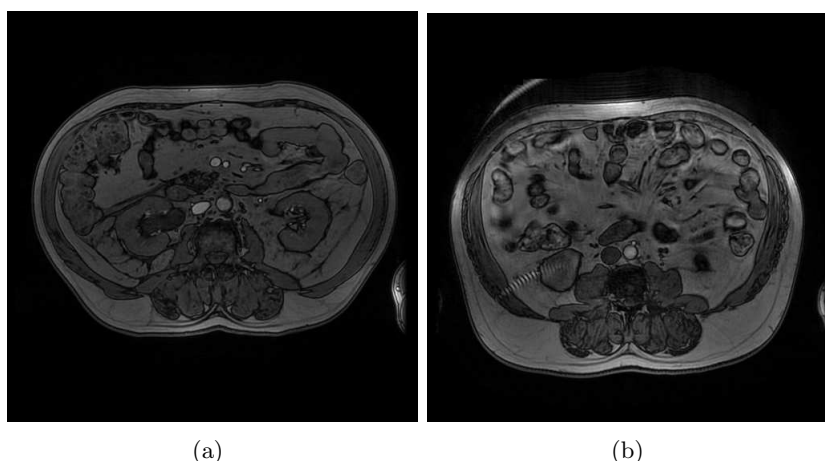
IRM abdominales présentant d’un part un faible contraste (a) et d’autre part des inhomogénéités d’intensité (b)
